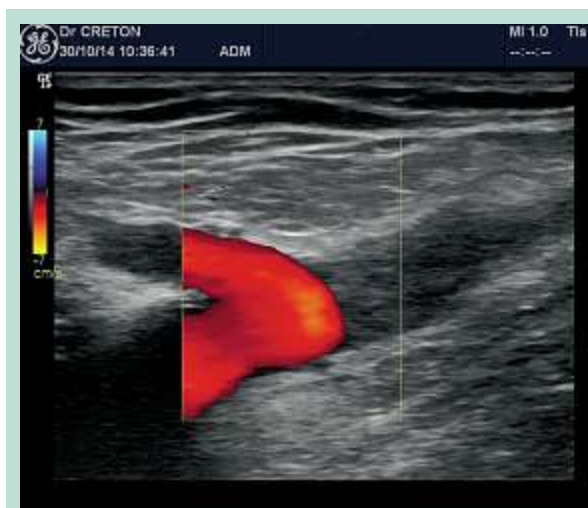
Image écho-Doppler couleur postopératoire d'une TEV (ClosureFast™).
